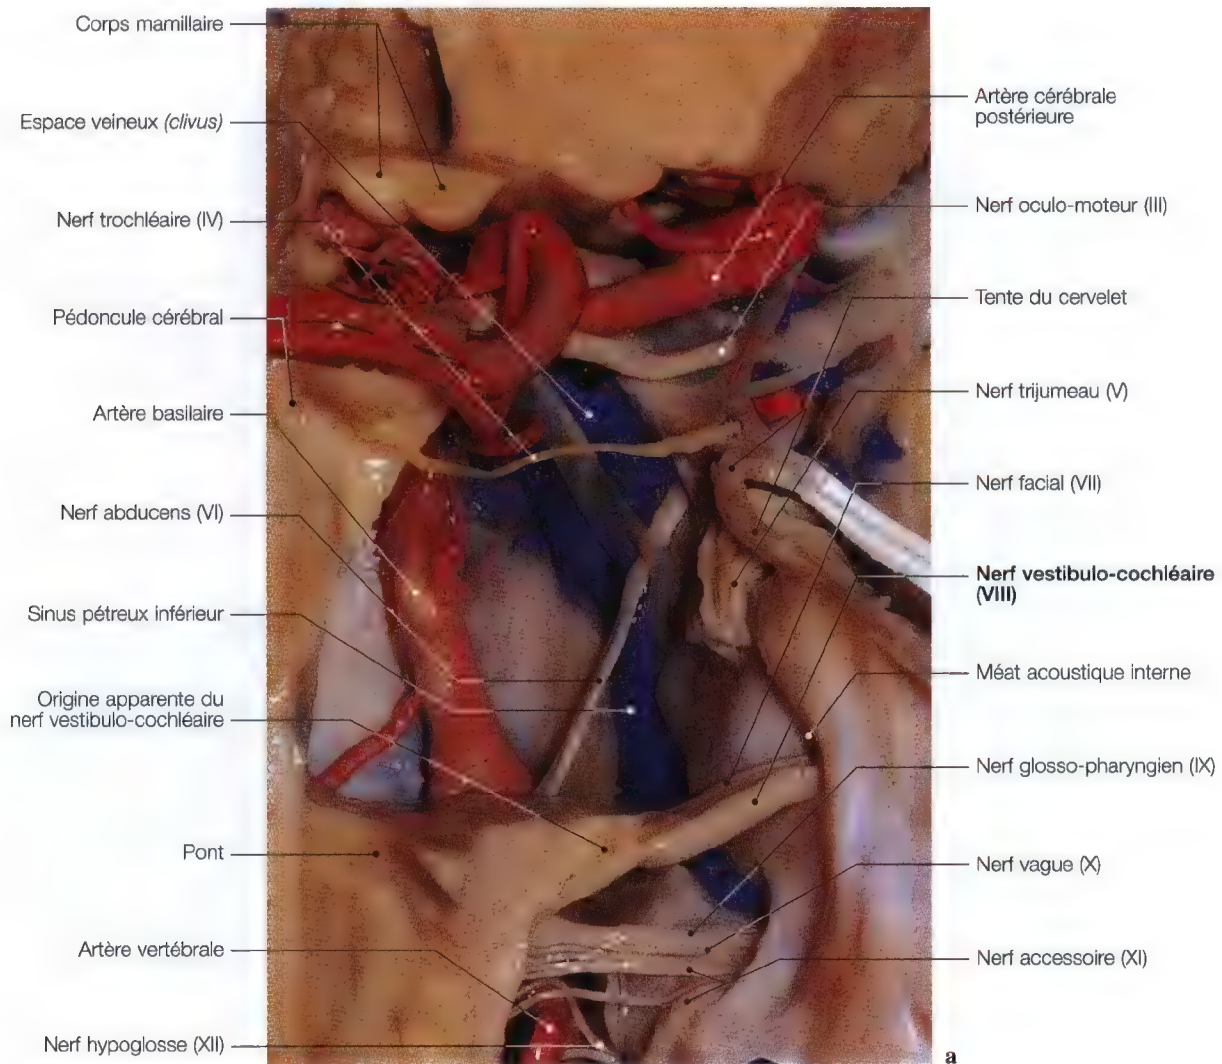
a, b. Imagerie par résonance magnétique (IRM) et anatomique du tronc cérébral pour l'origine apparente du nerf vestibulo-cochléaire. (Dissection: Pr. Pr. C. Sen, C.S. Chen, K.D. Post, *Microsurgical Anatomy of the Skull Base*, Thieme 1997)
